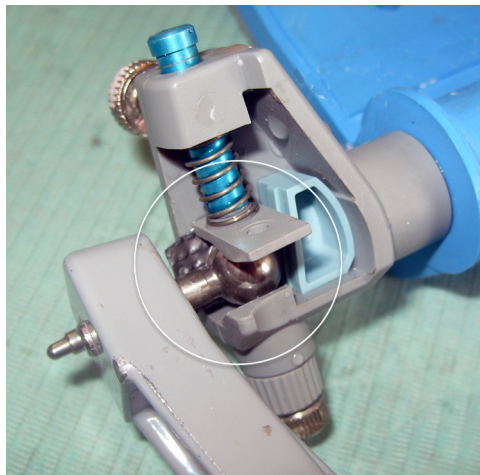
b: Une bandelette de film radiographique est interposée entre le plafond du boîtier condylien et la boule condylienne.
